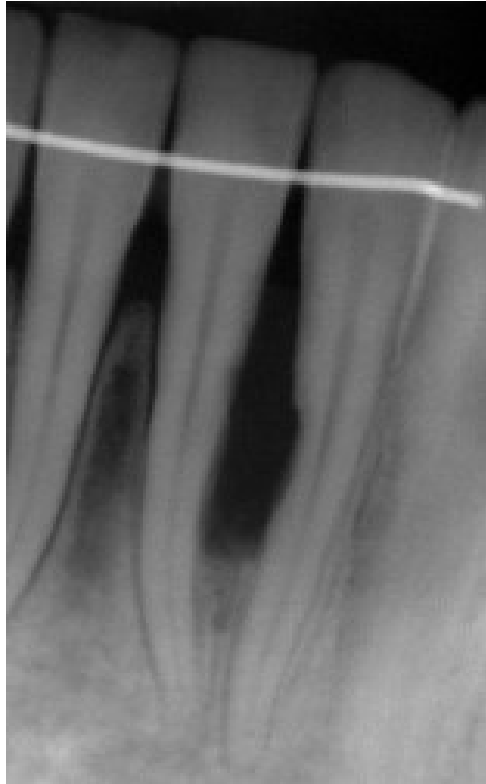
Kleinbildröntgen. Peripheres Riesenzellgranulom mit interdentalem Knochenabbau und Wurzelresorption
